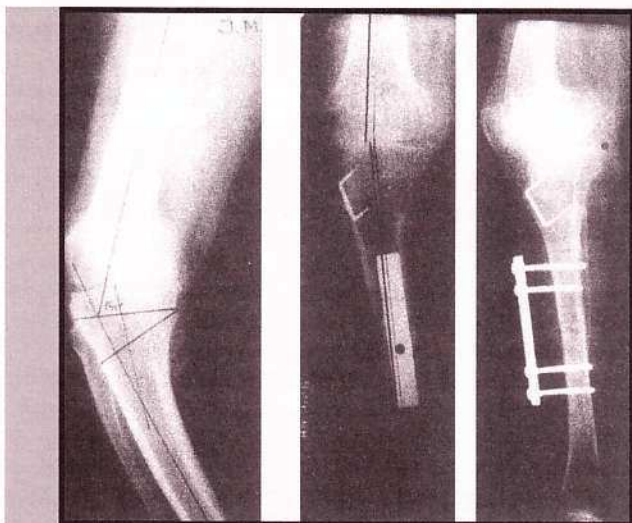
X-ray image of knee joint of a 17-year-old female patient who underwent minus valgization osteotomy according to Coventry in order to correct varus deformity of knee-joint axis and medial displacement of the limb mechanical axis.
